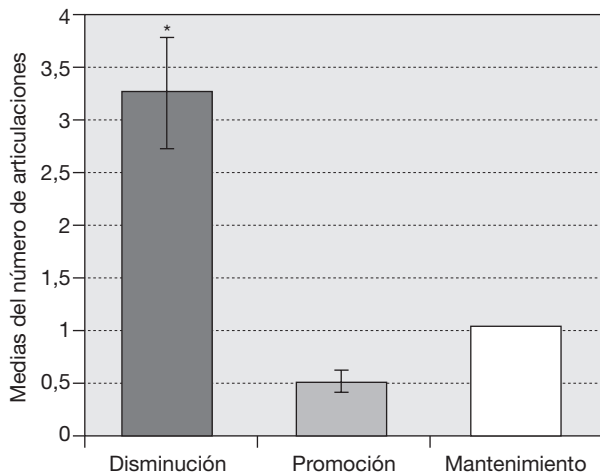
Comportamiento de la efusión sinovial a los 90 días de tratamiento con Vimang® en las articulaciones afectadas de los 10 pacientes mediante ultrasonografía. Los valores se expresan como media \pm error estándar de la media. * $p < 0,05$ indica diferencias entre los 3 efectos (inhibición, promoción y mantenimiento).
